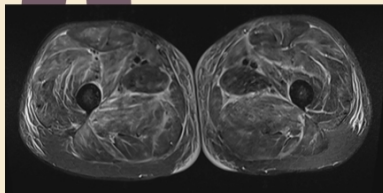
IRM musculaire des cuisses. Séquence T2 STIR. Hypersignaux diffus compatibles avec une myosite.
